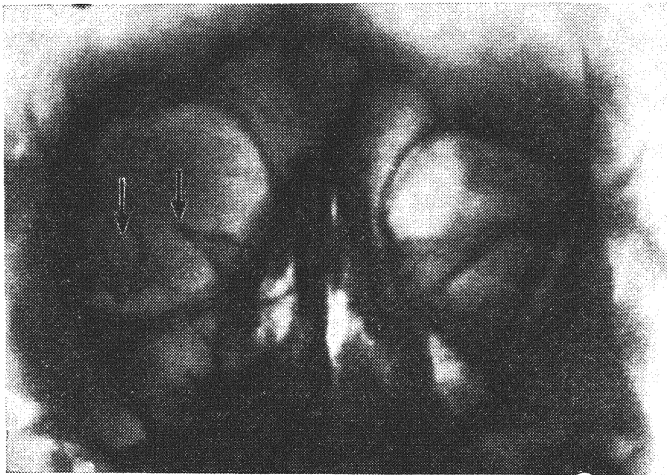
Рентгенограмма той же больной в прямой передней проекции. Стрелками обозначена зона костной деструкции.
